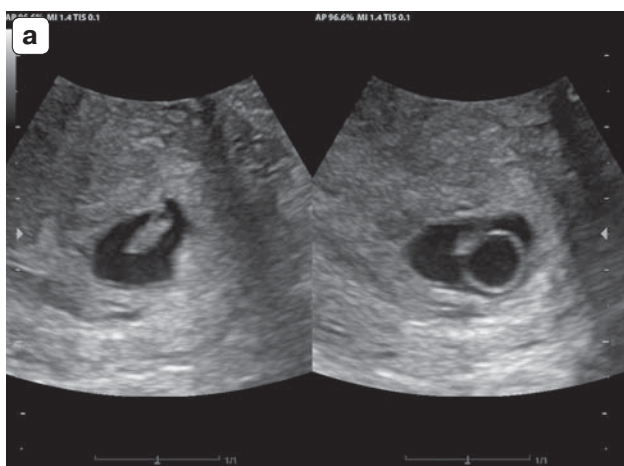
Демонстрация большого ЖМ в сочетании с брадикардией эмбриона (динамическое наблюдение). Возраст пациентки 31 год. а – срок беременности по ДПМ 7⁺⁵ нед, СВД ПЯ 16,3 мм (5⁺⁴ нед), КТР 8,3 мм (6⁺⁵ нед), ЖМ 7,8 мм, ЧСС 104 в минуту; б – при контрольном УЗИ через 10 дней: срок по ДПМ 9⁺¹ нед, СВД ПЯ 19,4 мм (6 нед), КТР 15,2 мм (7⁺⁶ нед), ЖМ 11,1 мм, ЧСС не регистрируется. Заключение – НБ.
